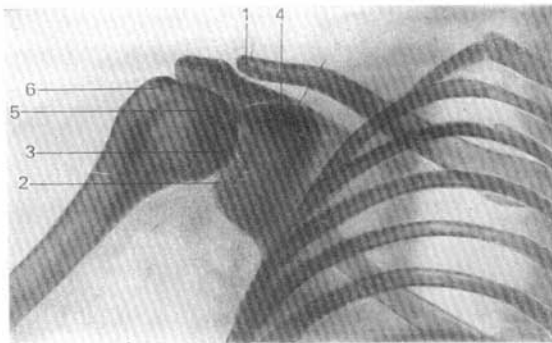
Radiografía de la articulación humeral.
